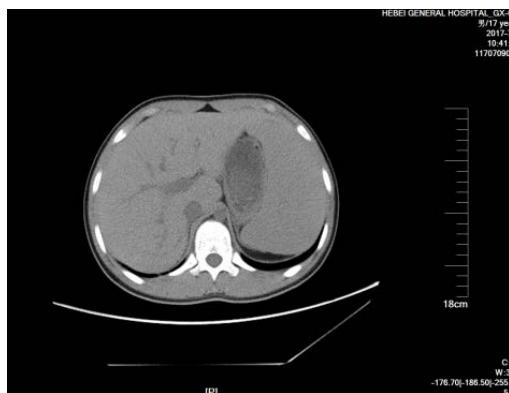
CT of liver and spleen
